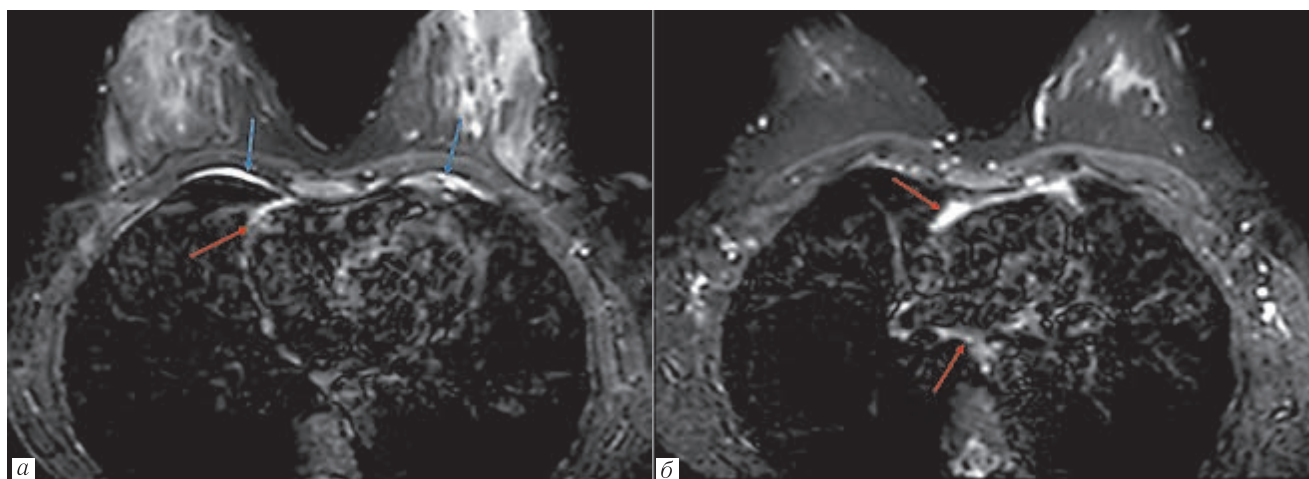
МРТ молочных желез. DWI STIR. Признаки минимальной экссудации в плевральную (синие стрелки) и перикардиальную (красные стрелки) полости. Пациентка 45 лет с болью в грудной клетке
